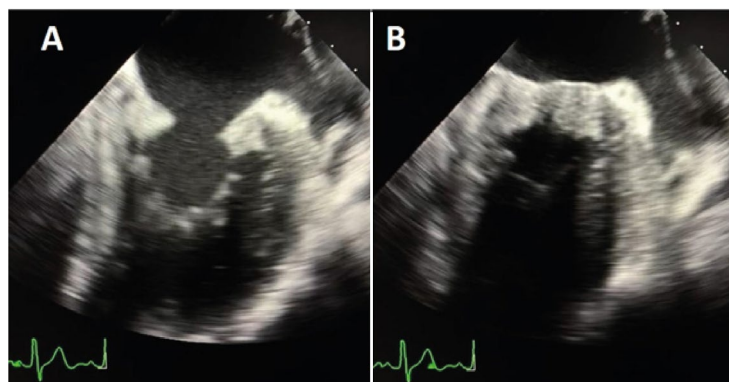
Ecocardiografia transesofágica em corte duas câmaras a 90° demonstrando espessamento difuso da valva mitral visto na diástole (A) e sístole (B).
